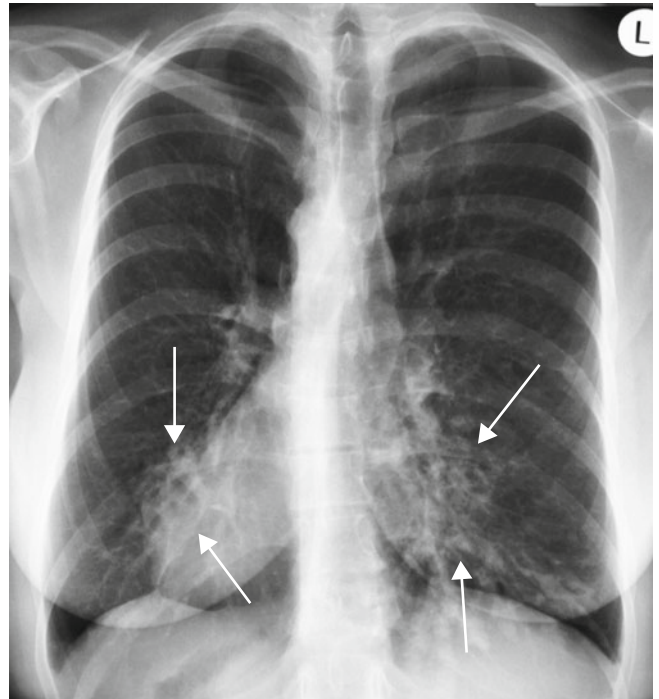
Ziliares Dyskinesie-Syndrom (Kartagener-Syndrom) mit Situs inversus und parakardialen Bronchiektasen (Pfeile). Röntgenthorax p.a.
